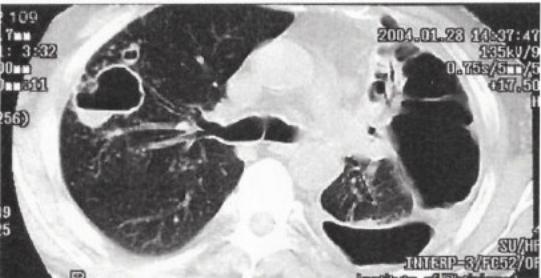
Фиброзно-кавернозный туберкулез легких(компьютерная томография).
